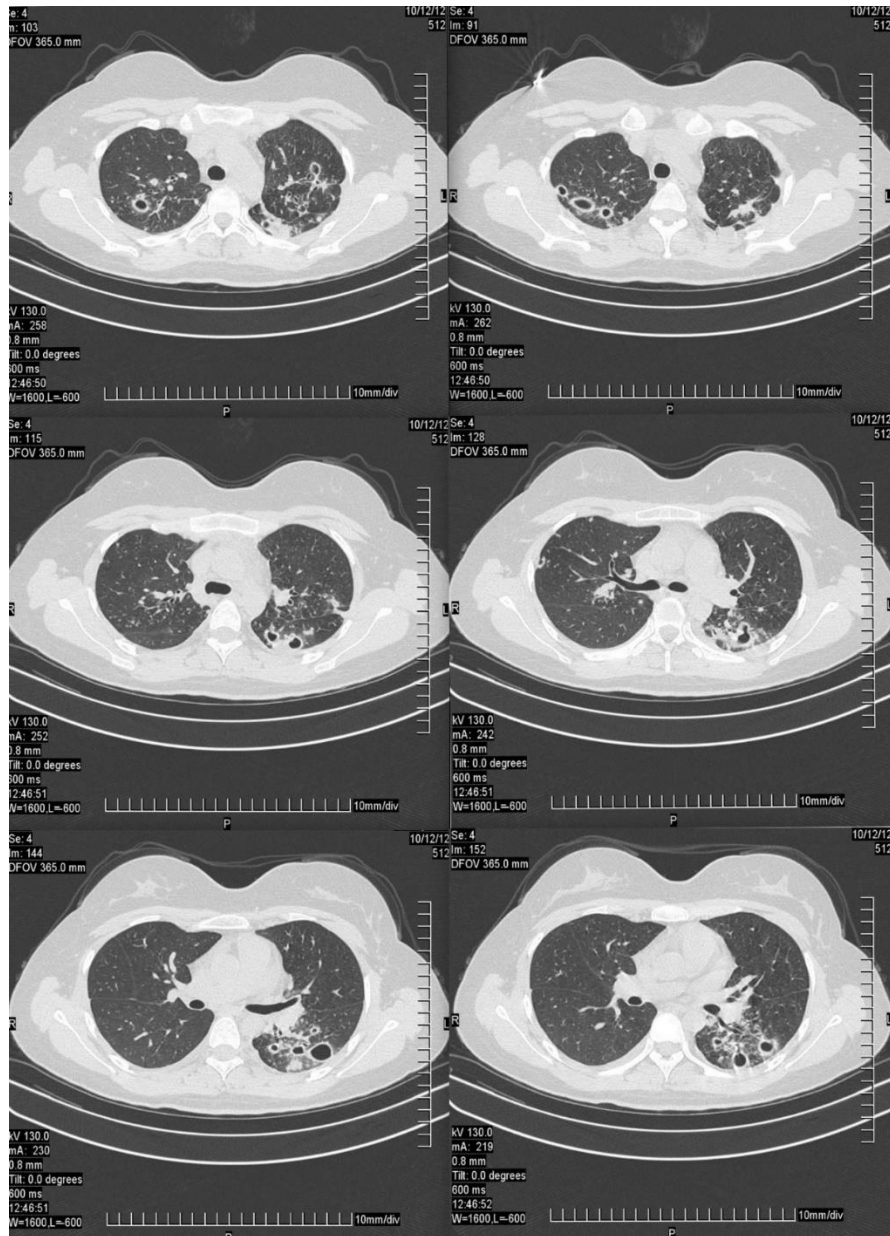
Компьютерная томография пациентки Ш. при поступлении. В верхней доле и С6 левого легкого фиброзные каверны до 3 см в диаметре, туберкулемы и очаговое обсеменение нижней доли. В верхней доле правого легкого каверны до 2 см в диаметре и очаги отсева
